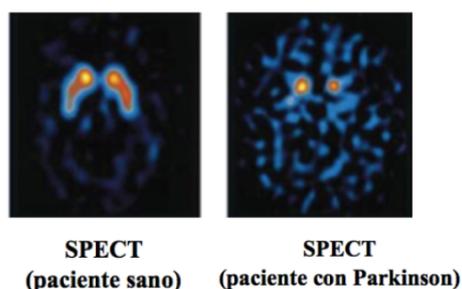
SPECT tras administración de Ioflupano [I^{123}] ⁵
